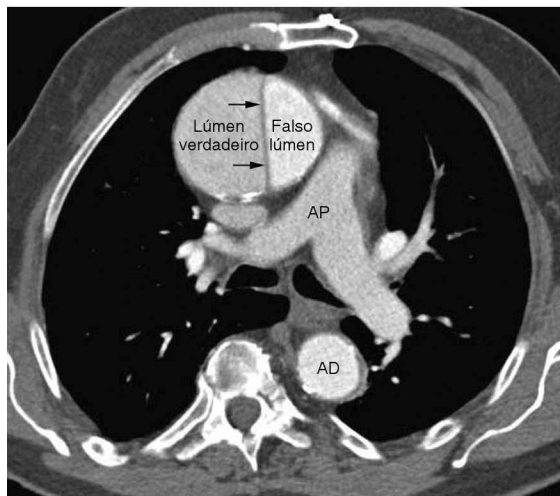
Imagem de tomografia computadorizada contrastada mostrando dissecção aórtica envolvendo a aorta ascendente. O achado característico é a aba da íntima que separa os lúmens verdadeiro e falso (indicado pelas setas pequenas). AP, artéria pulmonar principal; AD, aorta descendente.
